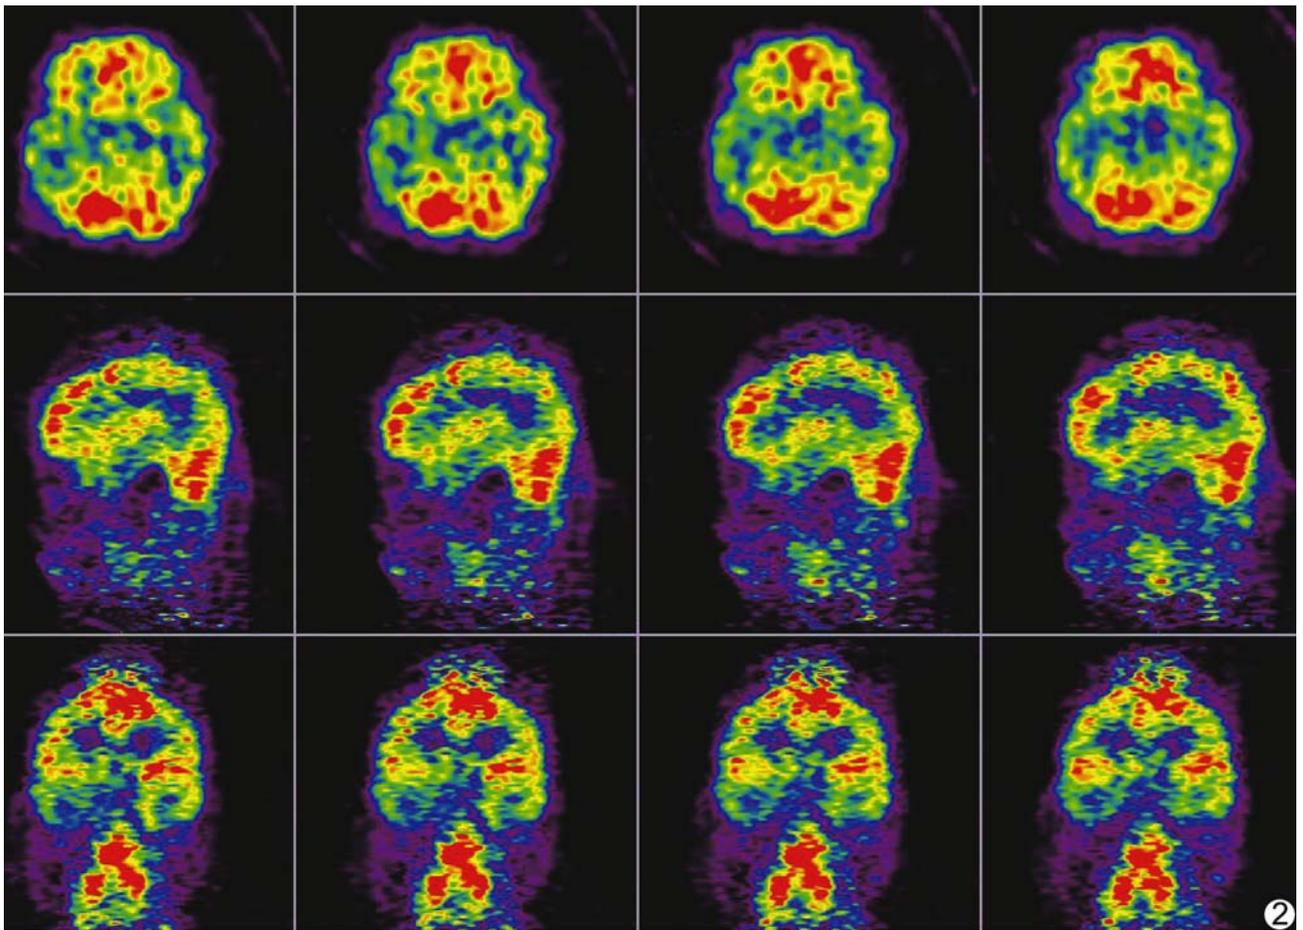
患者女,14 岁,智力低下、言语迟钝,PET 检查可见右侧颞叶放射性代谢减低
